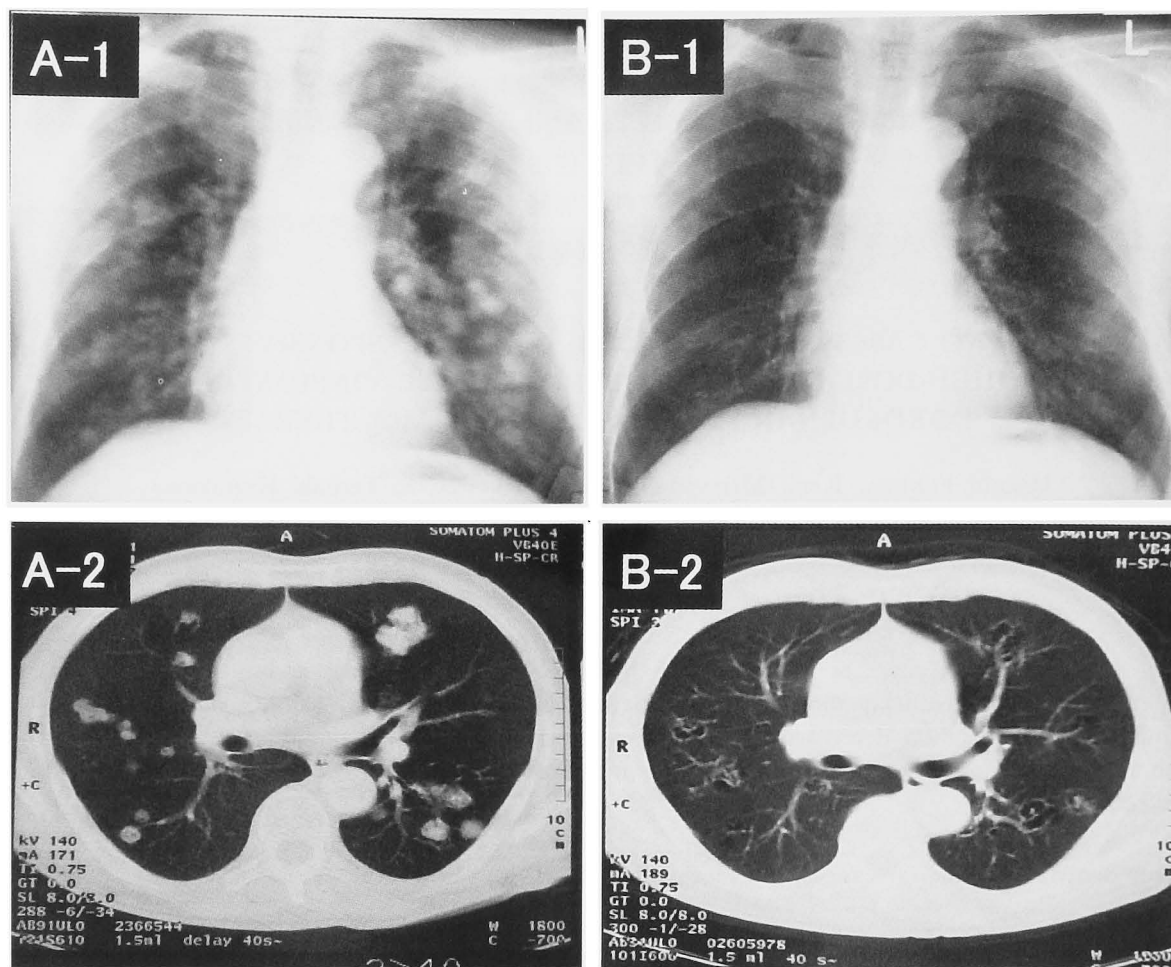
ChestXP and computed tomography (CT) images before (A-1, A-2) and after (B-1, B-2) chemotherapy.
